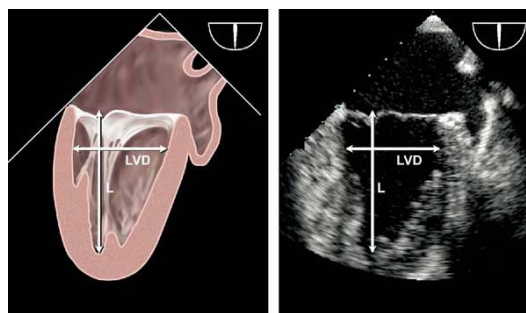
在食道中段心脏二腔切面上对左心室的长径(L)和短径(LVD)进行经食道多平面超声测量, 最佳图像通常可以在约60-90度之间获得
